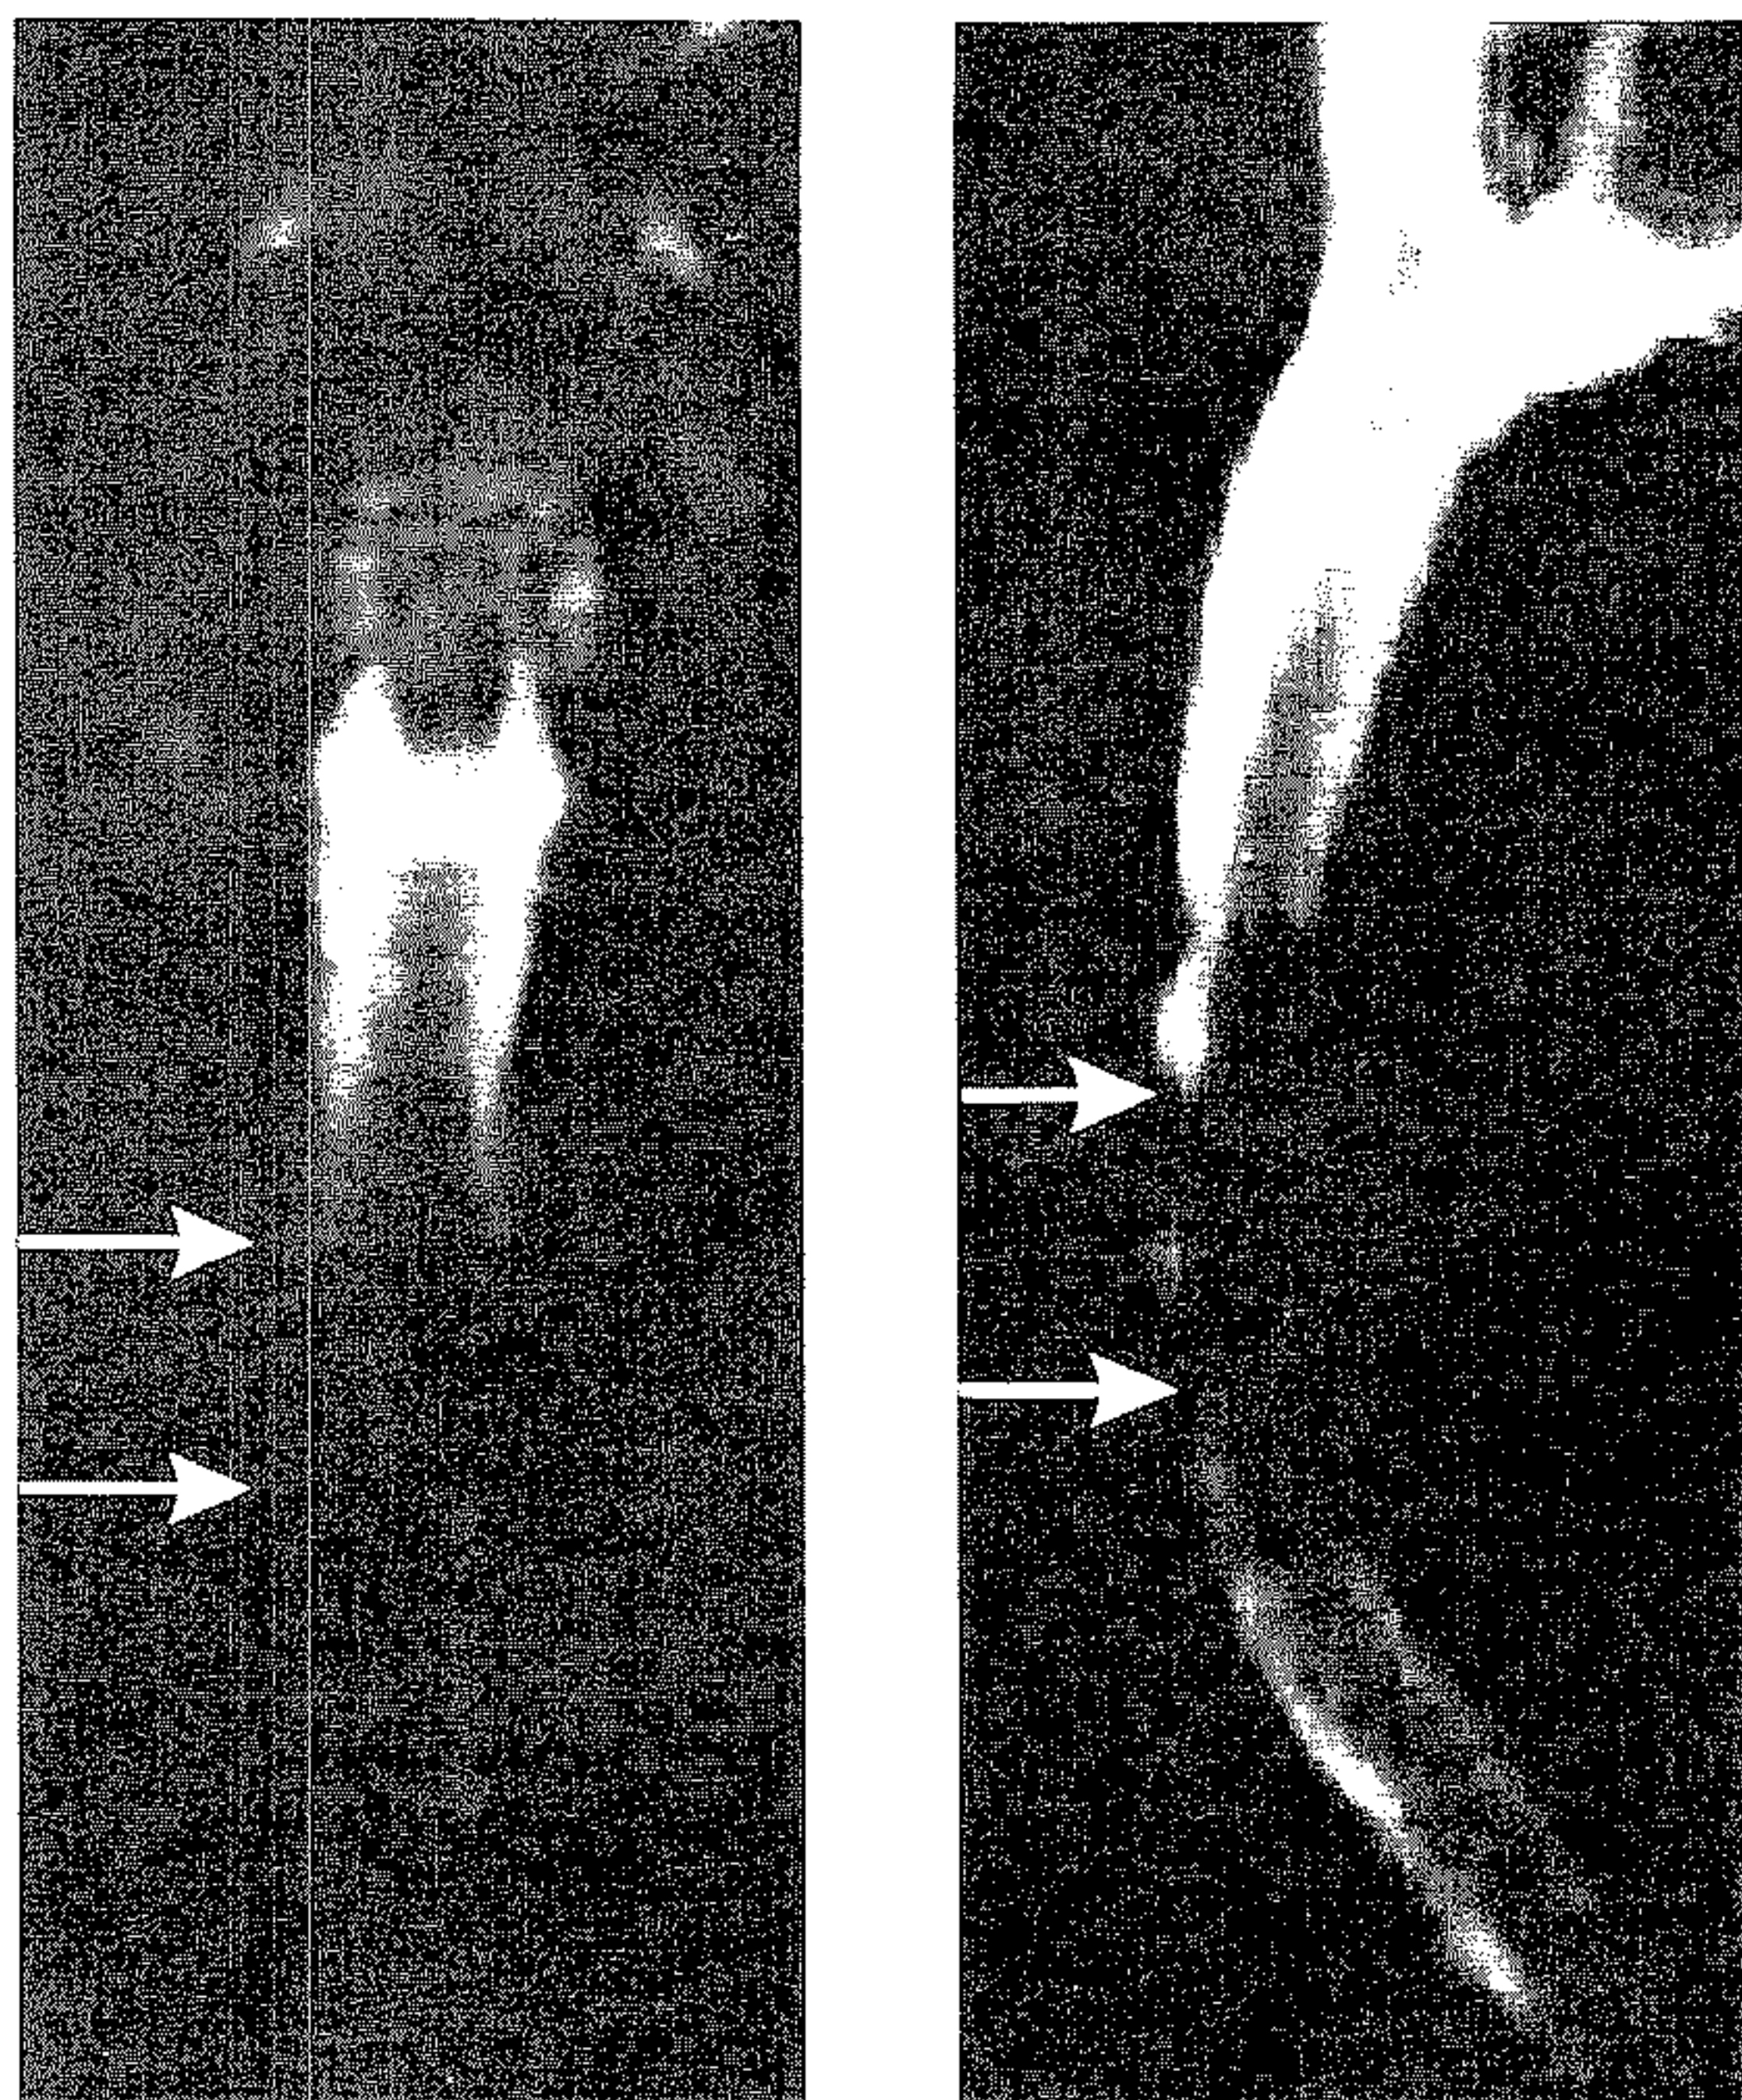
Aspect mielografic RMN (față și profil); săgețile indică zona de stenoză a canalului; hipersemnalul corespunde LCR – la nivelul îngustării canalului acest semnal este dispărut.
